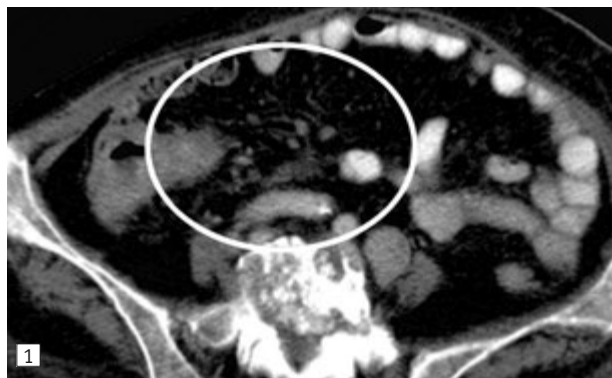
Потовщення очеревини, КТ
